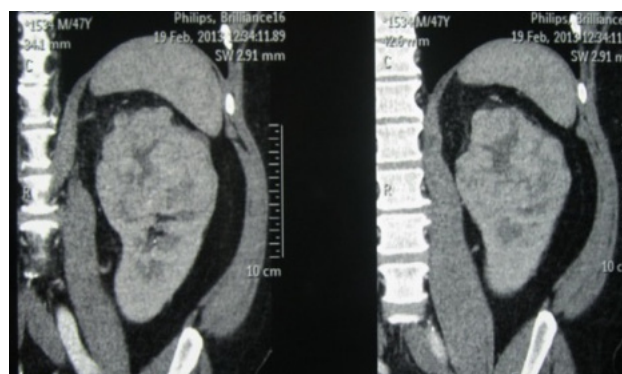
Предоперационные КТ-граммы у пациента В.
